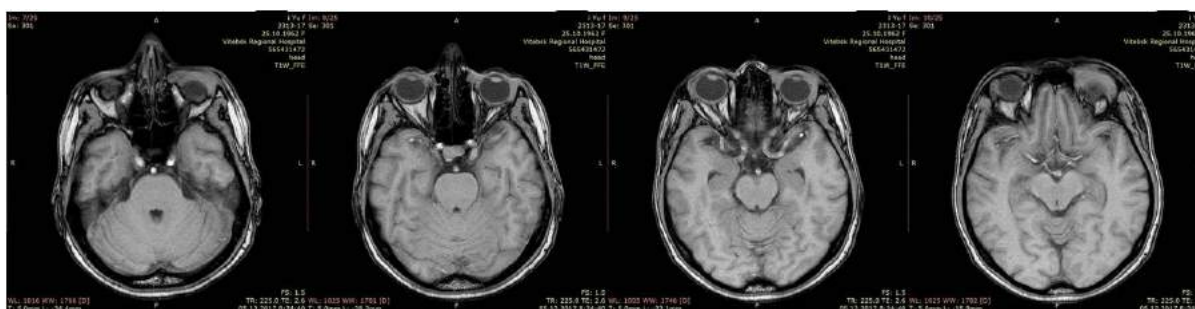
МРТ головного мозга, лицевого черепа с контрастным усилением от 05.12.2017 г.
